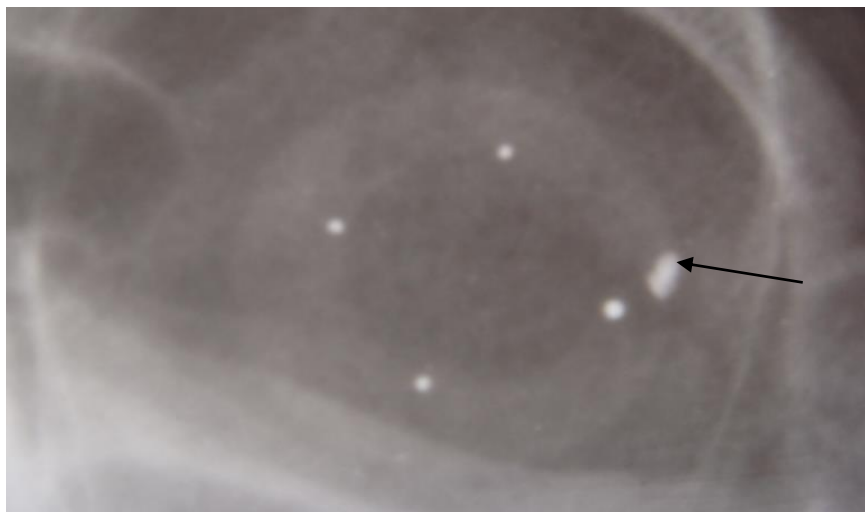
Пацієнт Р. 41 р., ліве око, рентгенограма в прямій проекції з протезом Комберга-Балтіна. Визначається тінь ВОСТ в передньому сегменті ока (ВОСТ вказано стрілкою).
